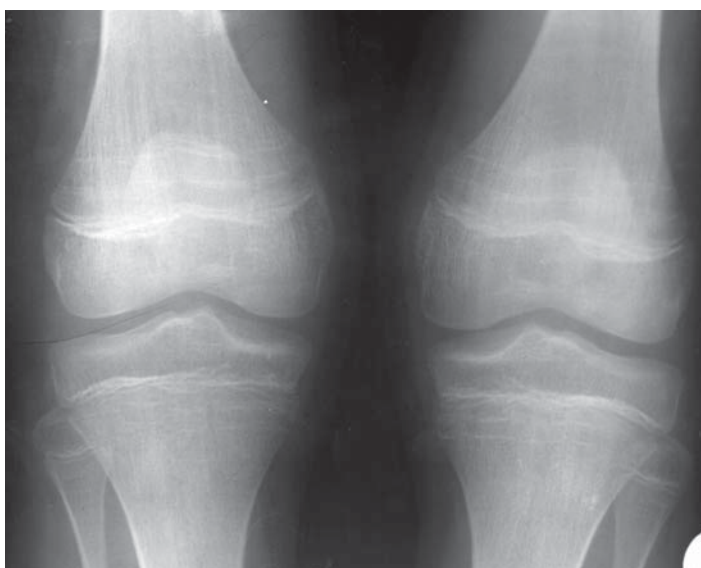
10. Radiografie comparativă de genunchi AP, 10 ani. Liniile de creștere.
